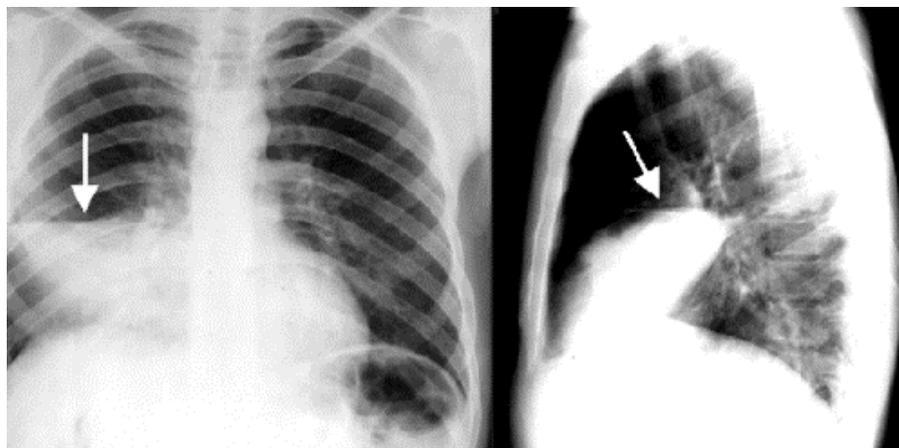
Рентгенография больного с ВАП
